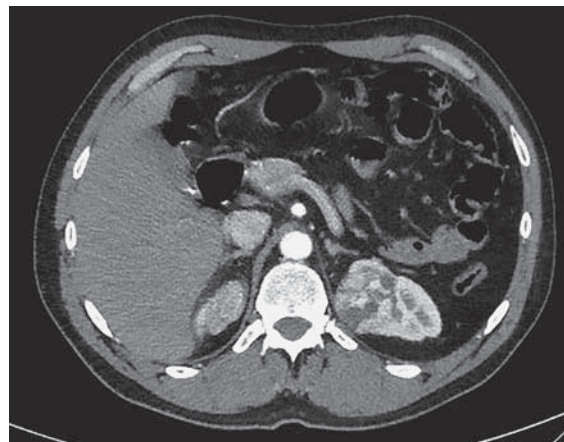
КТ-изображение интрамуральной опухоли левой почки в артериальную фазу исследования.
